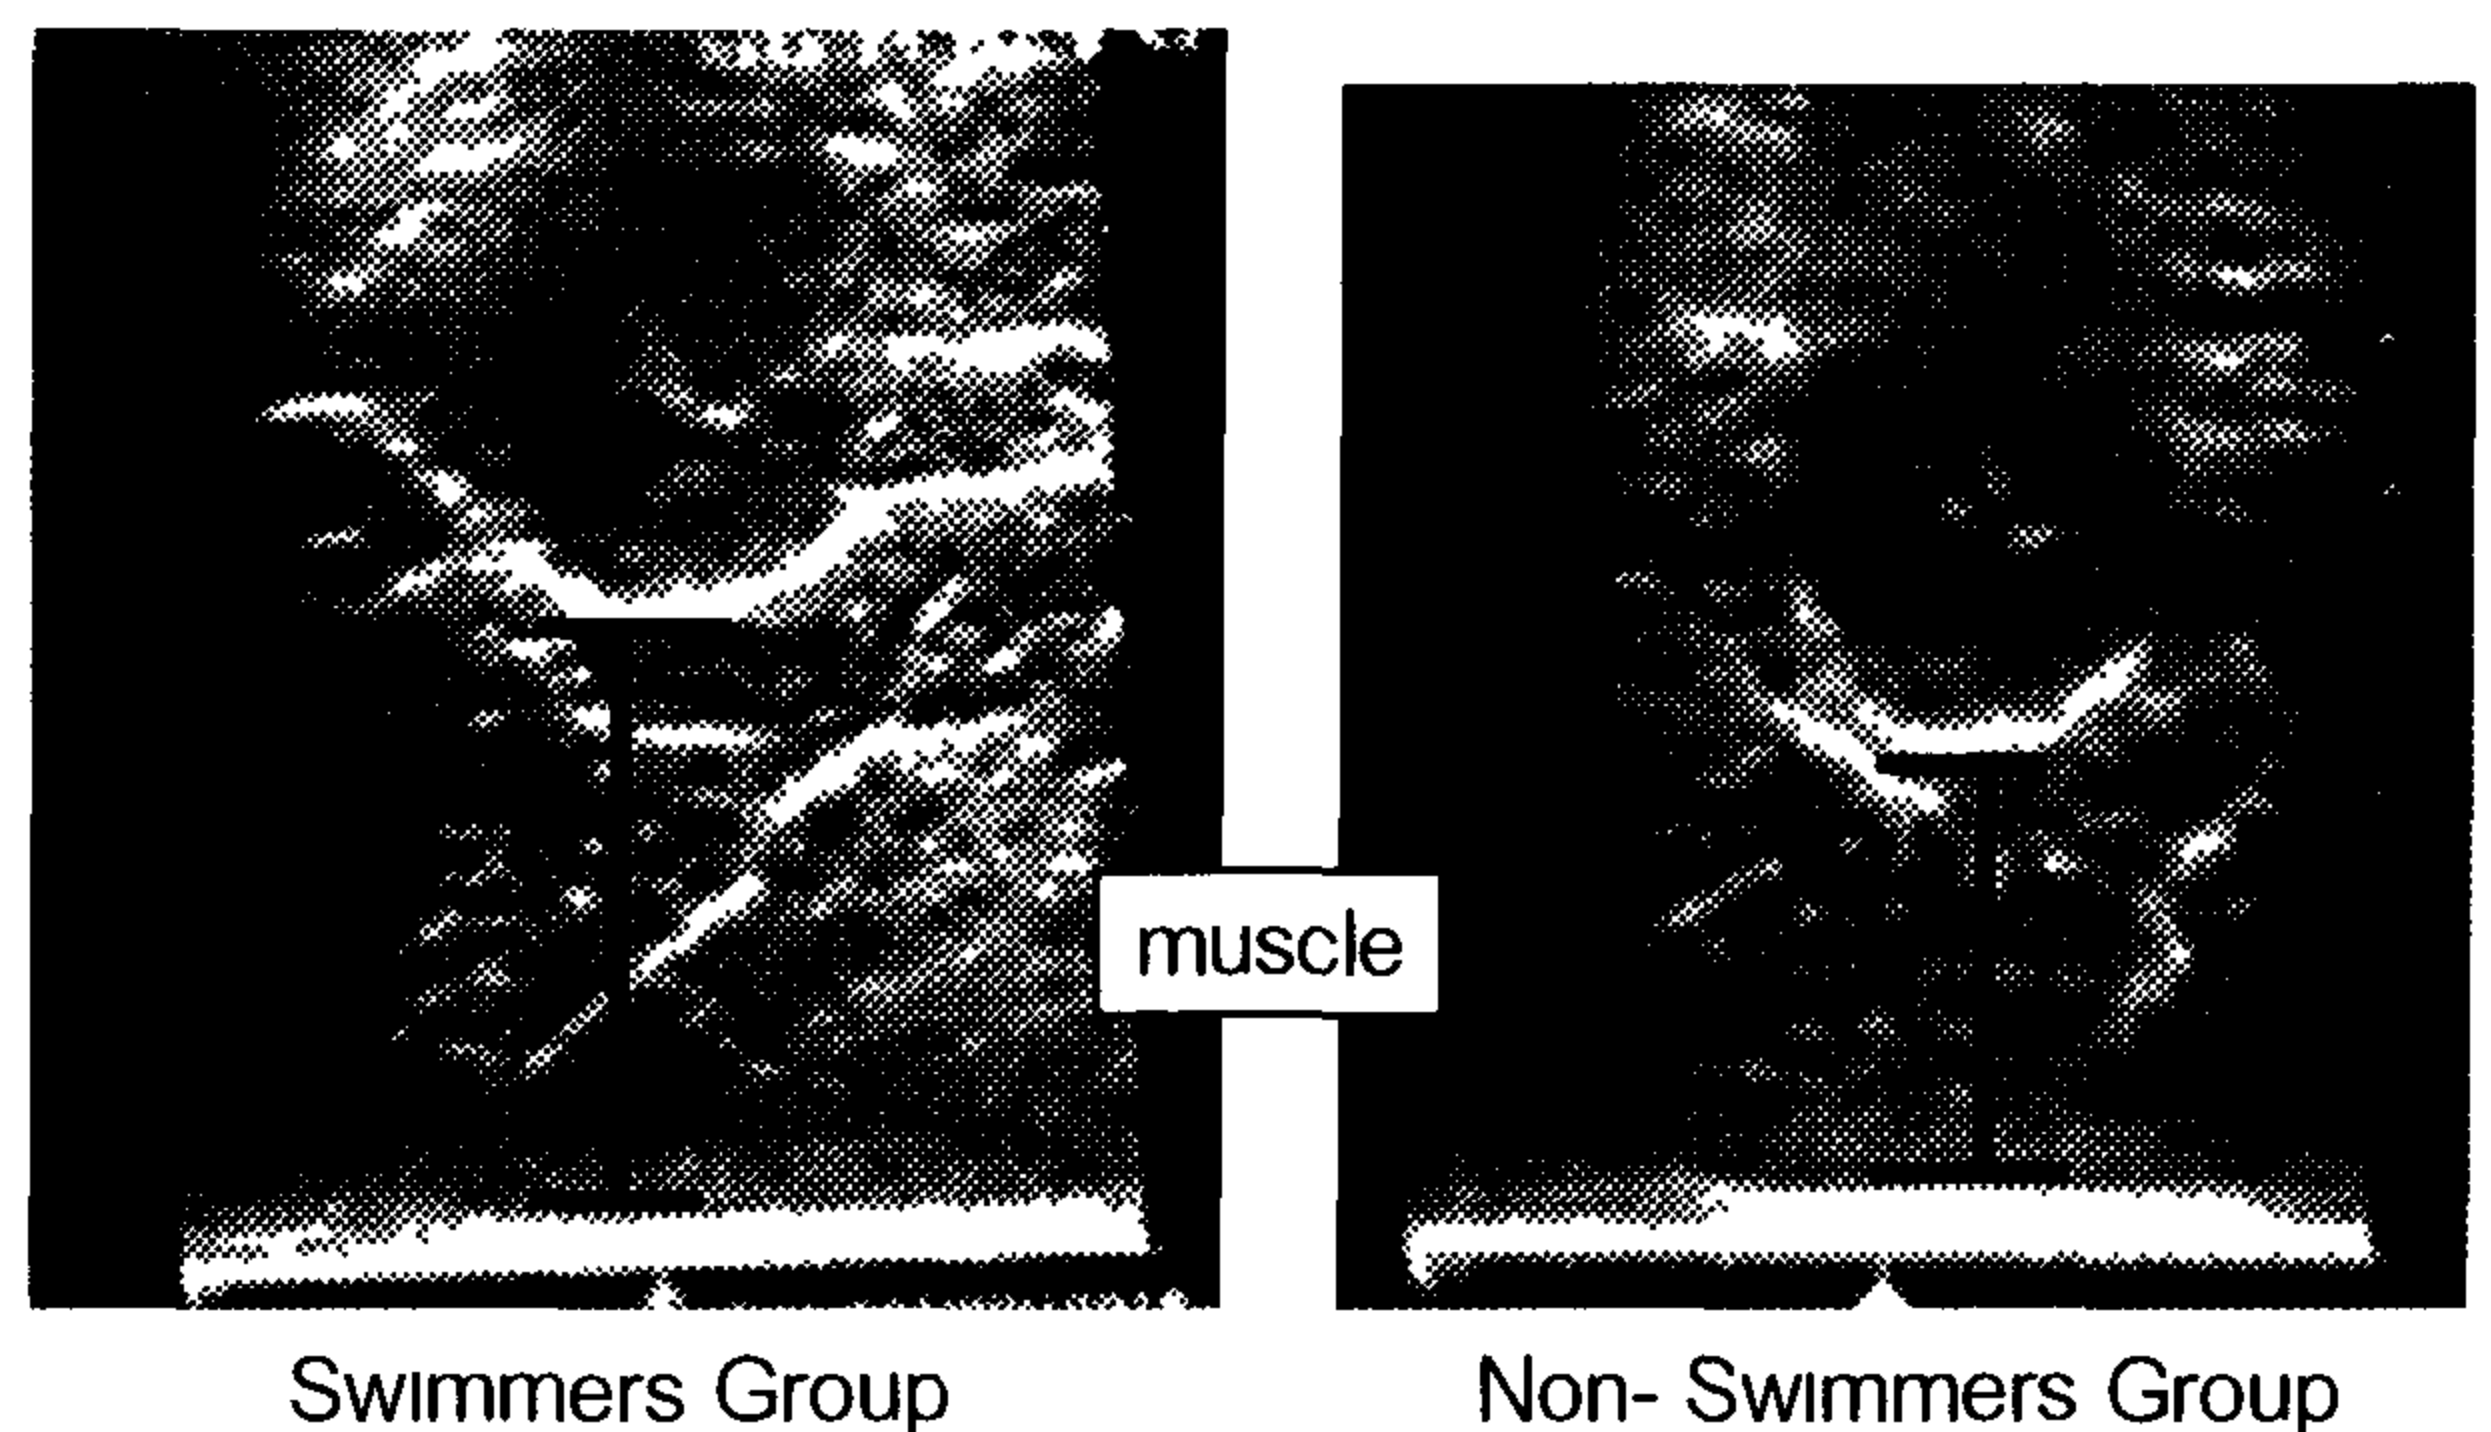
The muscle thickness of triceps brachii was measured by using B-mode ultrasonic apparatus.
